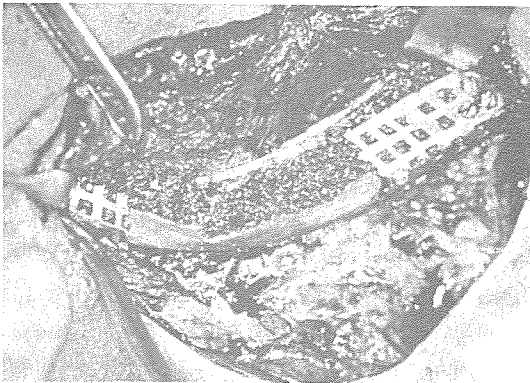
방사선 치료로 인한 방사선골괴사증 환자에서 하악골 절제후 동종 늑골을 Tray로 이용, 장골에서 채취한 망상골을 이식하는 모습.
